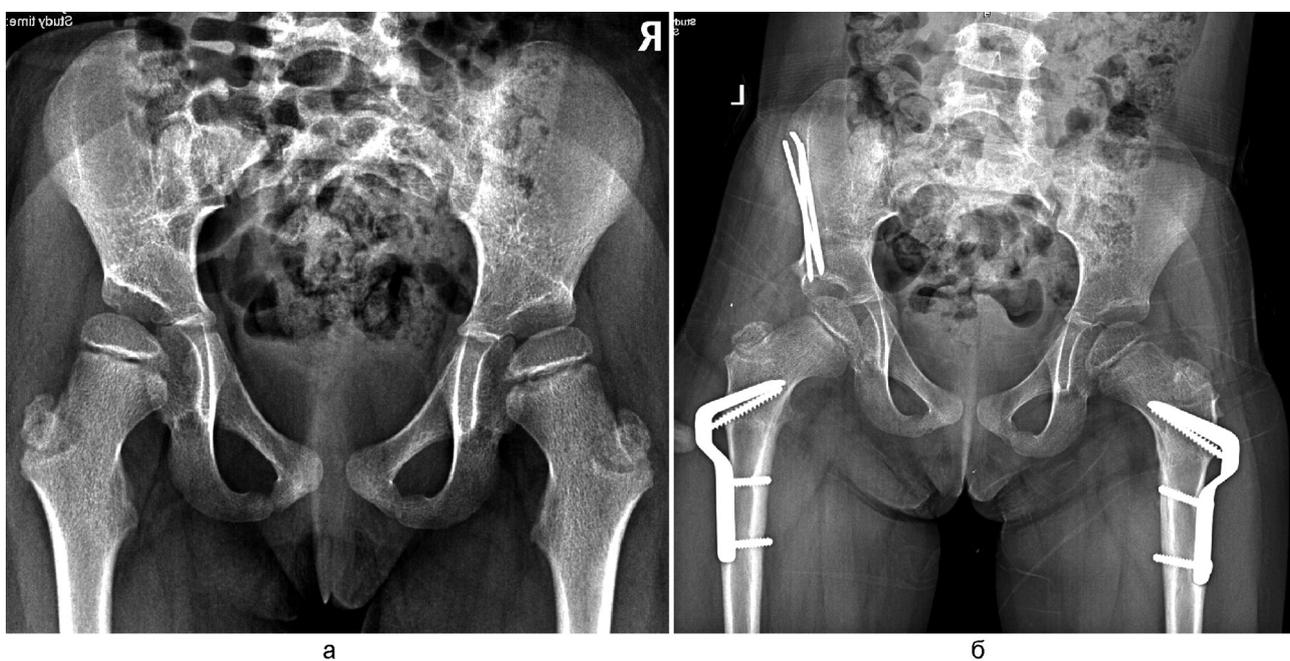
Рентгенограммы тазобедренных суставов в прямой проекции: а – исходные; б – через 1 год с момента операции
